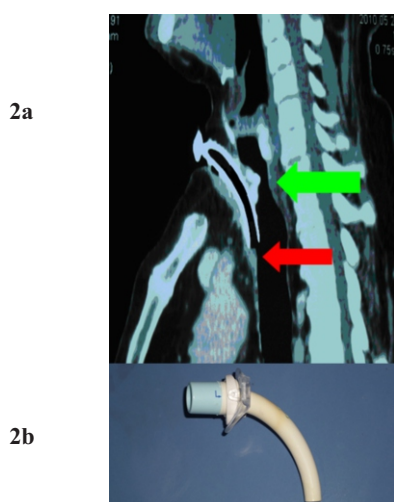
2a. Preoperatorio: tomografía espiral multicorte de tráquea. Granulomas supraestomales calcificados (flecha verde) y granulomas en el borde distal del tubo (flecha roja). Fig 2b. Tubo de traqueostomía
